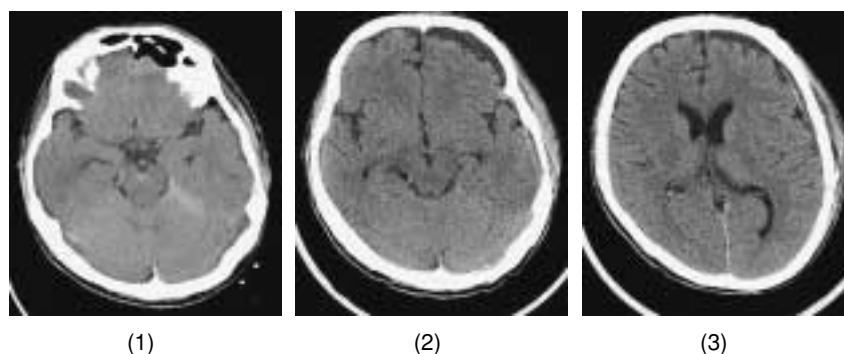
CT scan post operation on day 1 (1), showing contusional hemorrhage in the midbrain and SAH, and CT scan on day 21 (2 & 3) showing resolved hematoma in the midbrain and residual interhemispheric SAH with good expansion of the brain at the subdural hematoma (SDH) site
